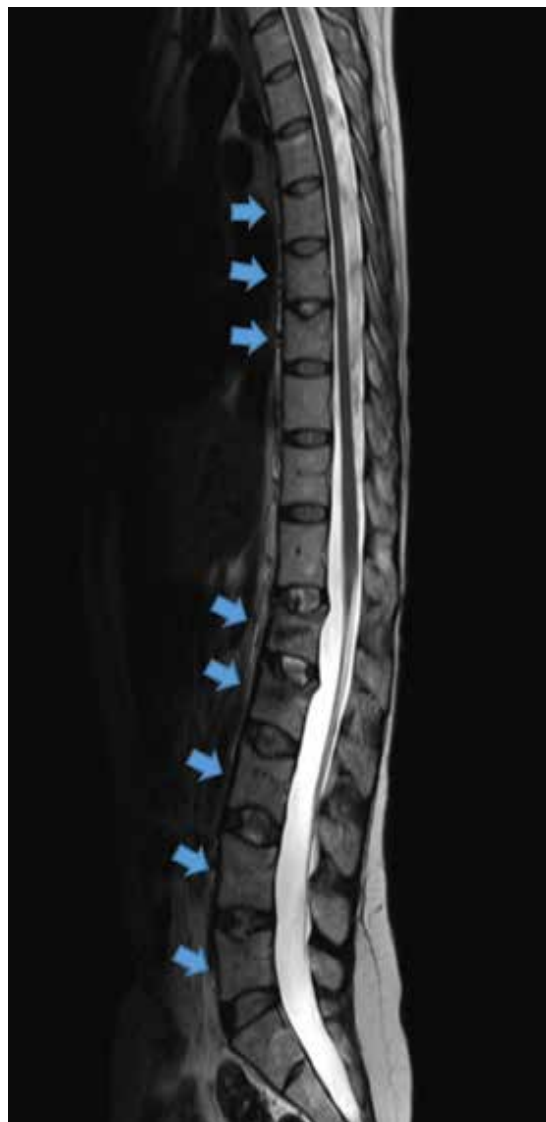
MRT sagittal mit frischen Deckplattenimpressionsfrakturen LWK 1 bis LWK 5, sowie BWK 7 bis BWK 9.
